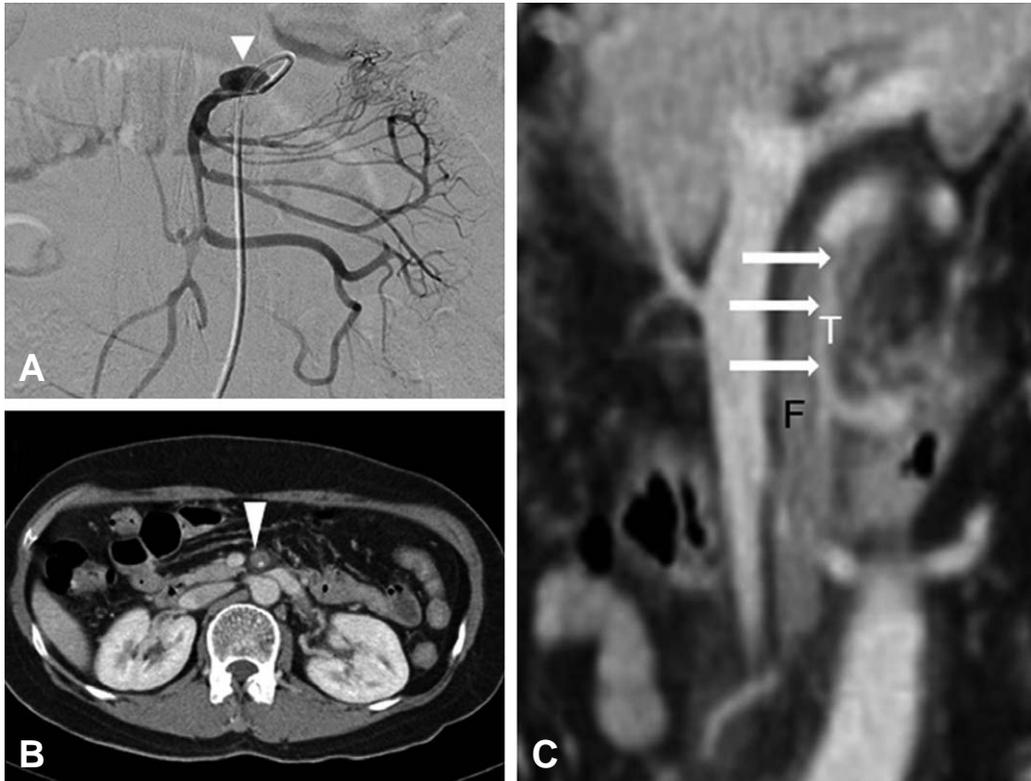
(A, B, C) Superior mesenteric artery (SMA) angiogram on the day of the accident (A). SMA angiogram showed a dissecting aneurysm (white arrow head) which was located a few centimeters from the vessel origin. The true lumen was compromised moderately. Contrast-enhanced abdominal computed tomography (CT) scan on the seventh day after the accident (B, C). The CT findings of the seventh day didn't show any difference compared to those of the accident day. Axial CT image (B) showed SMA dissection. Most of the false lumen was thrombosed and severe true lumen stenosis was visualized in the SMA (white arrow head). Coronal CT image (C) showed a severely narrowed true lumen (white arrows), which was compressed by a dilated, partially thrombosed false lumen. F; false lumen, T; true lumen
